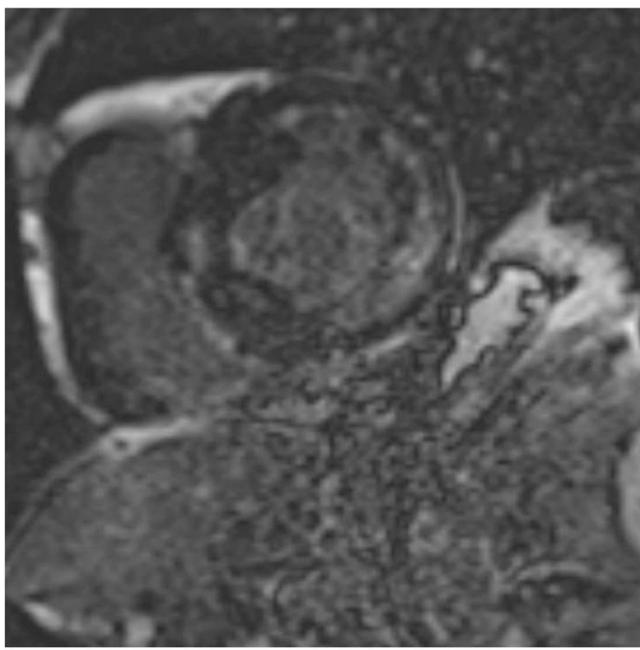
Imagen de RM cardiaca: eje corto, realce tardío gadolinio intramiocárdico a distintos niveles
